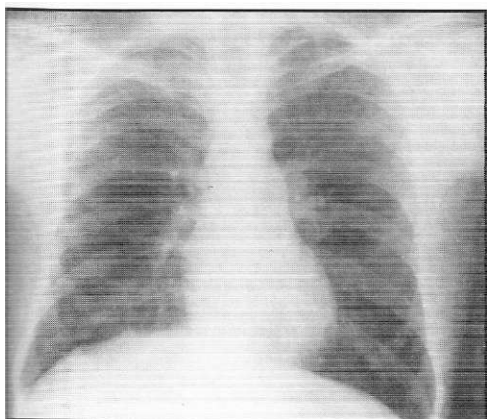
Radiografía de tórax de control en el caso 1, en septiembre de 1987. Se nota mejoría completa con resolución total del derrame pleural derecho.
